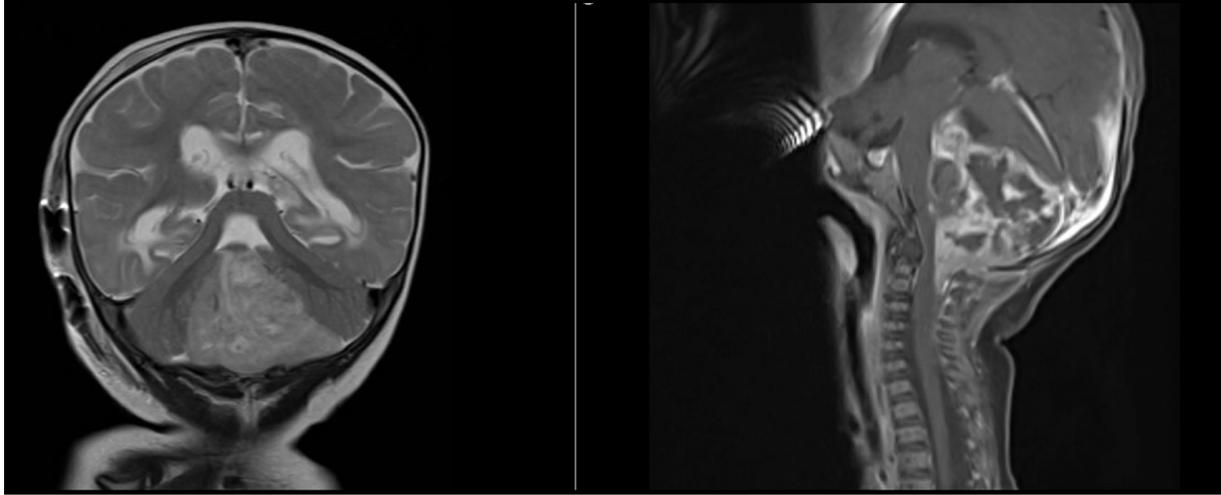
RM que muestra un endimoma en un bebe de 7 meses. T2 coronal (izda), t1 sagital (dcha.).
